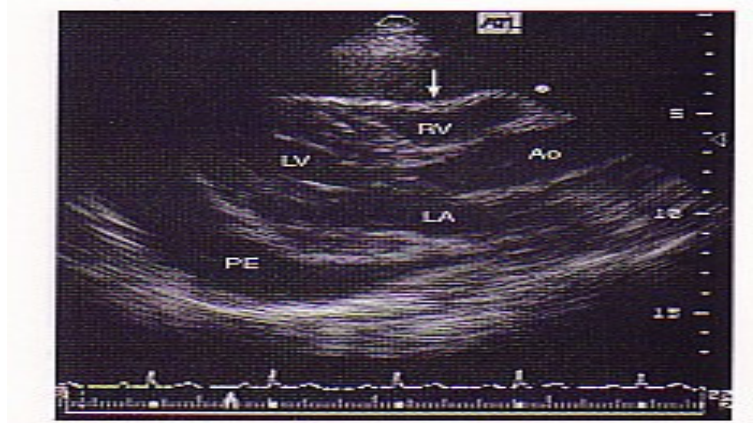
İki boyutlu ekokardiyografide parasternal kısa eksen görüntüsü, kalbi çevreleyen perikard efüzyonu.
